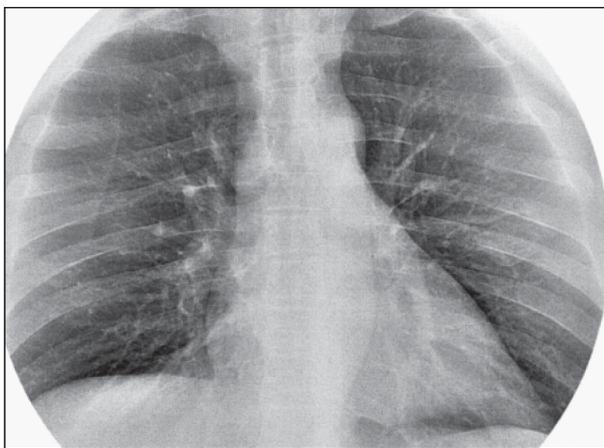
Рентгенография органов грудной клетки при первичном обследовании
